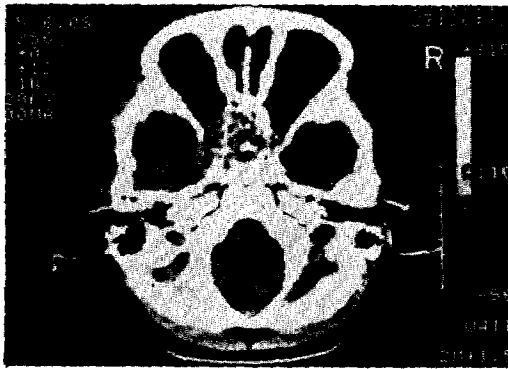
Brain CT scan shows tumor mass in the sphenoid sinus and left orbit.
